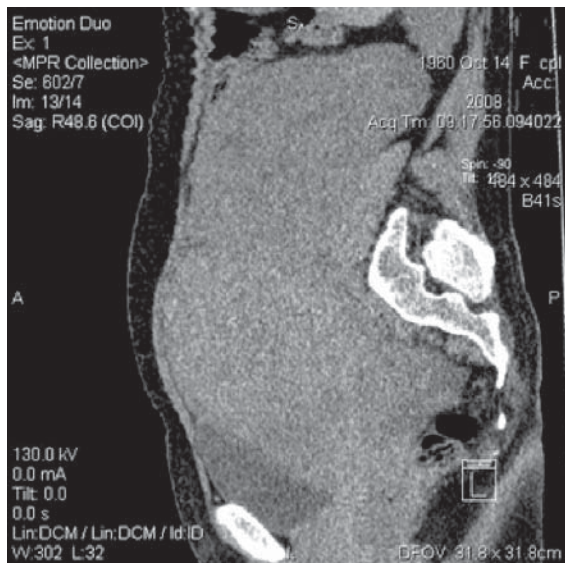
Tomografie computerizată (proiecție sagitală): tumoră gigantică a uterului
